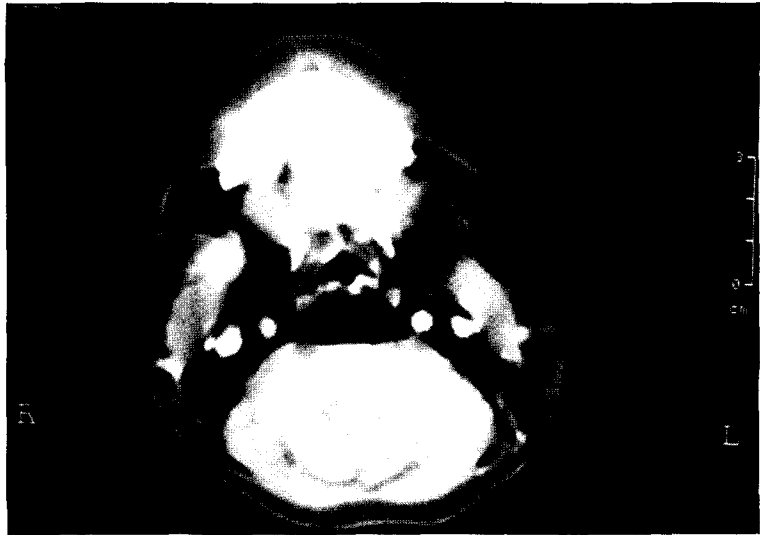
Neck computed tomography. Air in the subcutaneous and deep cervical plane is shown.
